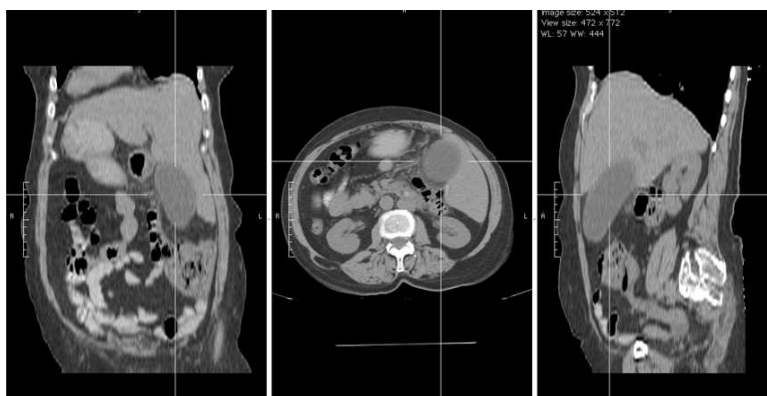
CT abdomena-distendirana zadebljala žučna kesa sa kalkulusom i priraslicama
